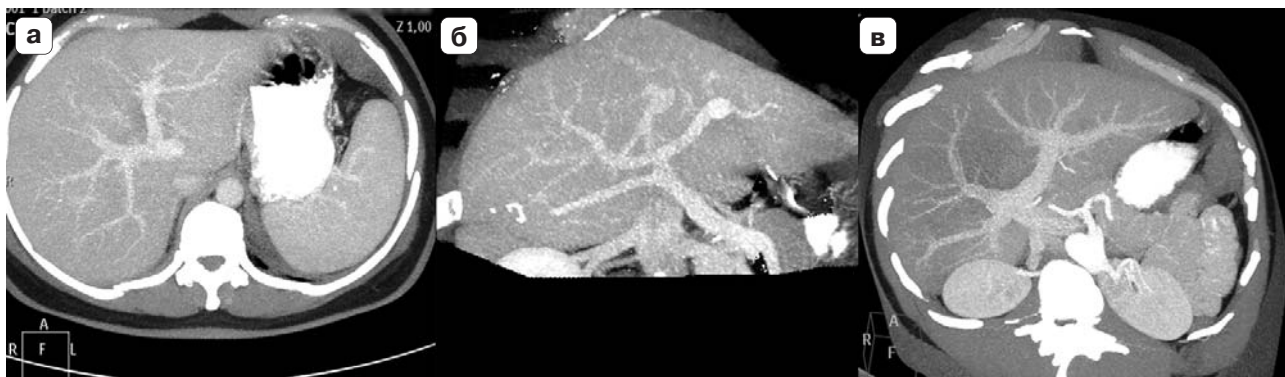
Компьютерные томограммы. Мультипланарная реконструкция вариантов ветвления воротной вены. а – типичное ветвление, б – формирование общего ствола ветвей правого парамедианного сектора и левой доли, в – трифуркация.
